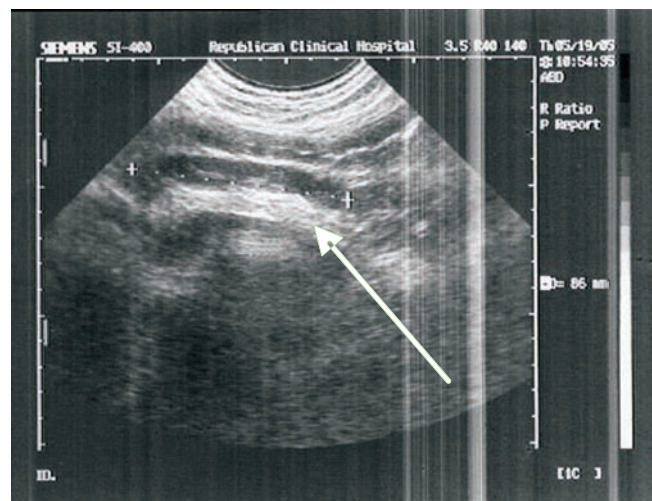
USG. PC. PJA funcțională postoperator peste 10 ani
